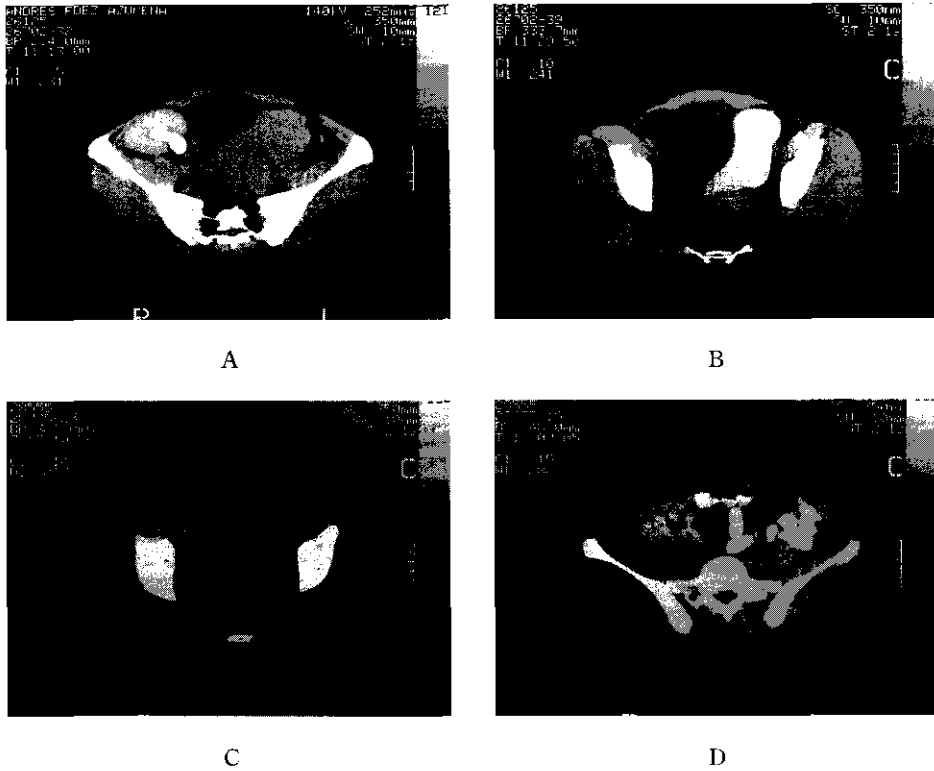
Linfocele diagnosticado mediante TC que produce uropatía obstructiva (A) y desplazamiento vesical (B) con la aparición de sintomatología miccional. Resultado postoperatorio tras la resolución laparoscópica del linfocele. Desaparición de la colección perivesical (C) y de la uropatía obstructiva (D).
